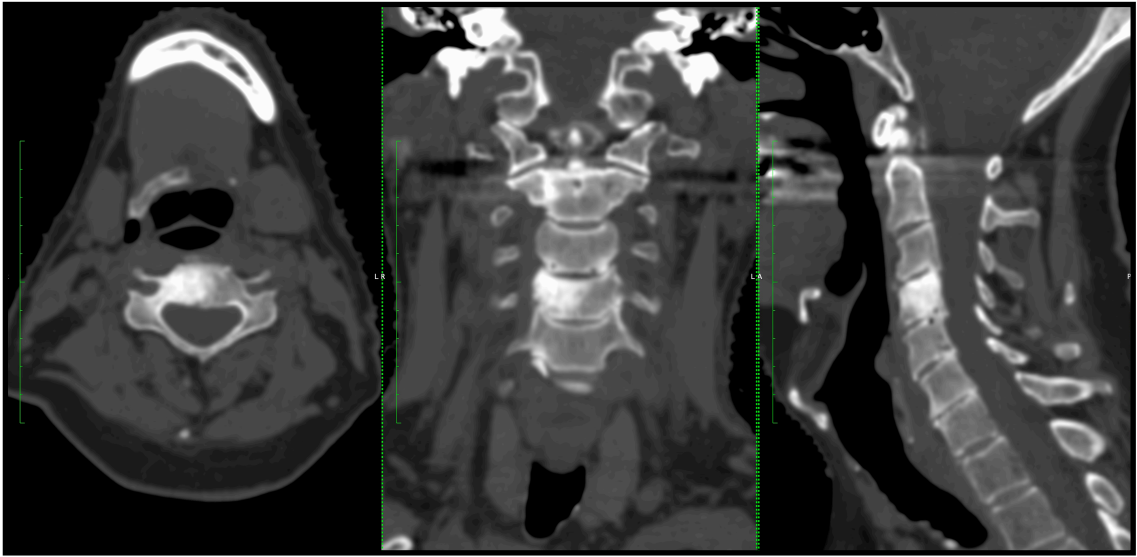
Computertomographische Darstellung einer osteoblastischen Metastase eines Prostata-Karzinoms in dem vierten Halswirbelkörper (CyberKnife-Zentrum München Großhadern)
